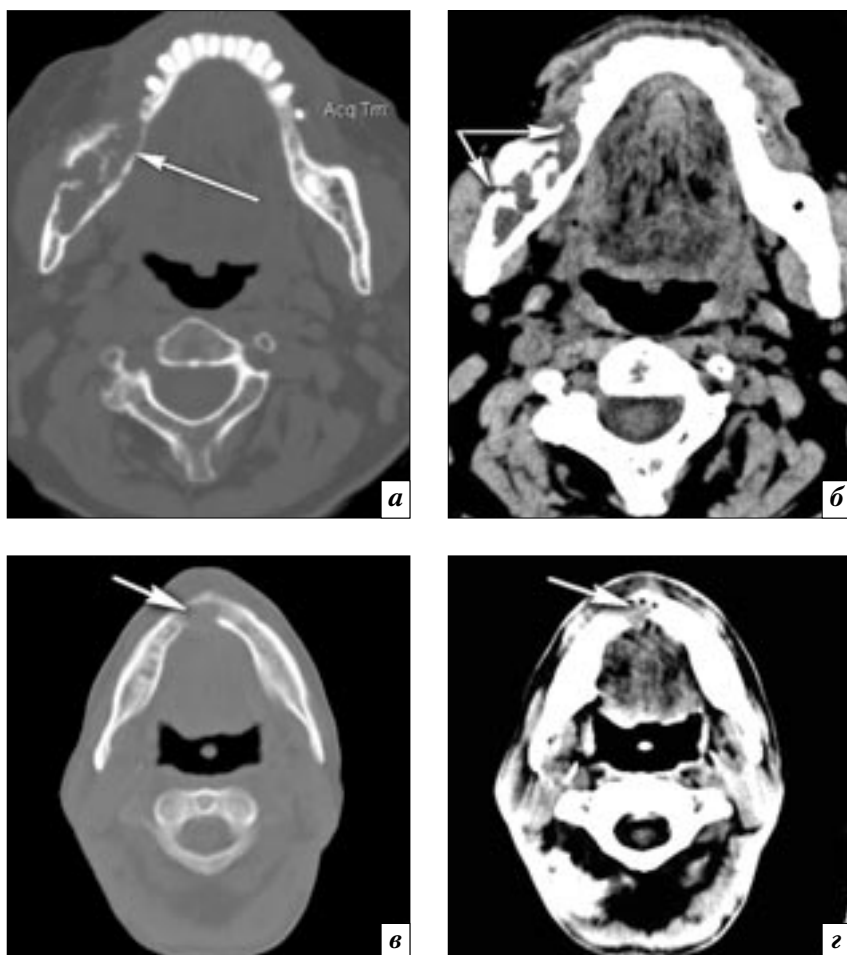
Спиральные компьютерные томограммы дна полости рта и языка в аксиальной проекции: а, б – аденокарцинома альвеолярного отростка нижней челюсти справа с нечеткими контурами со сквозной деструкцией кости с четкими неровными контурами (стрелки); в, г – плоскоклеточный рак слизистой оболочки передних отделов дна полости рта с краевой деструкцией внутреннего компактного и частично губчатого слоя нижней челюсти в области подбородочного бугра (стрелки).
